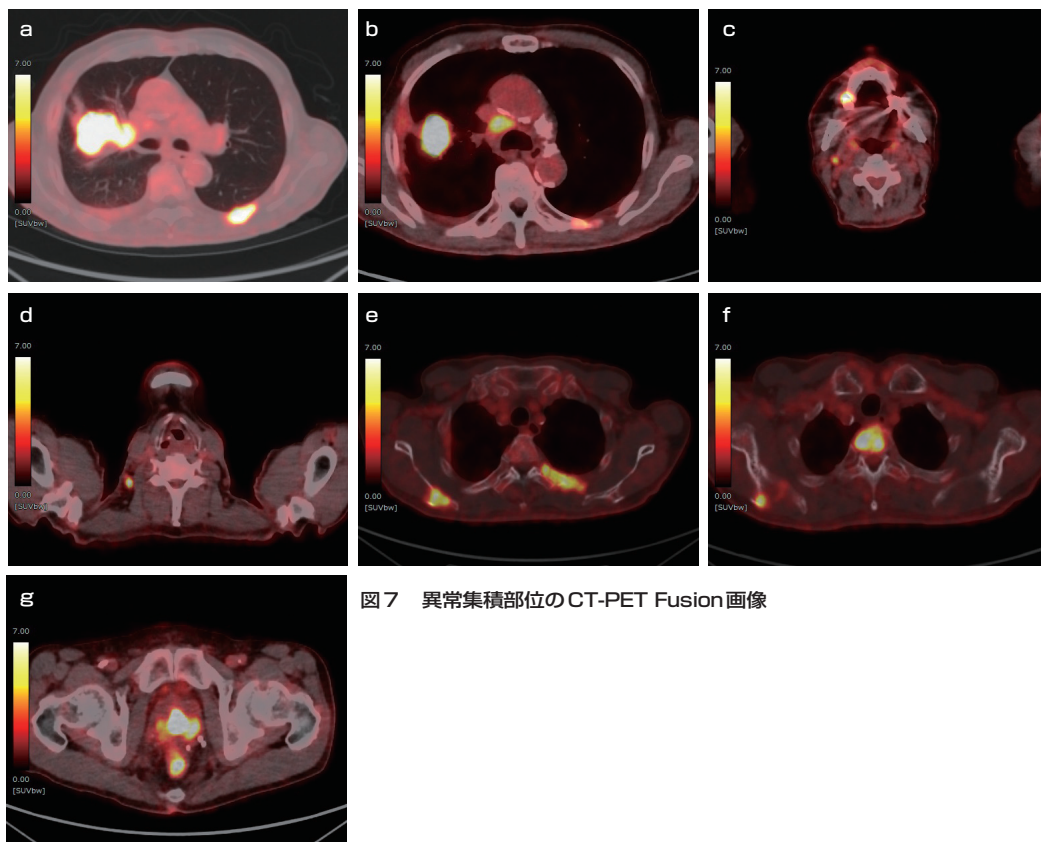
異常集積部位のCT-PET Fusion画像
